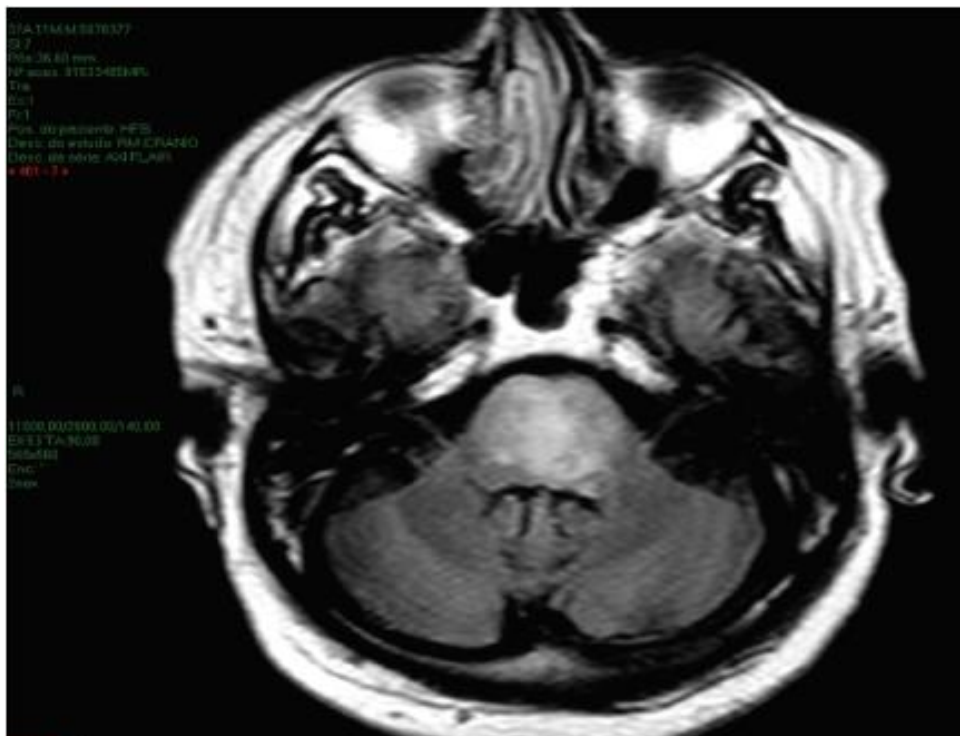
Corte axila de RM mostrando hipersinal no FLAIR em região de tronco cerebral, compatível com Glioma Pontino Difuso.
